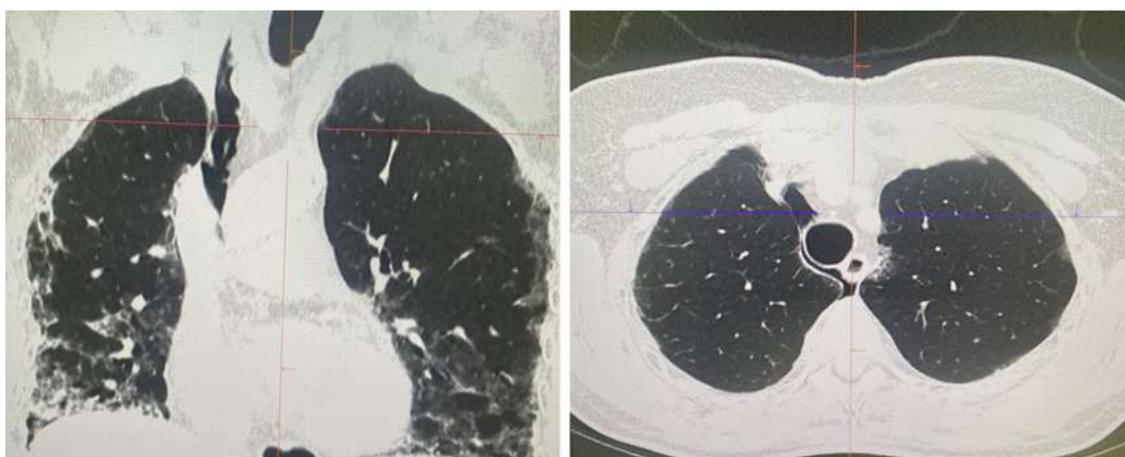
Томограмма (пациент Ф.) – пневмомедиастинум (собственное наблюдение)
